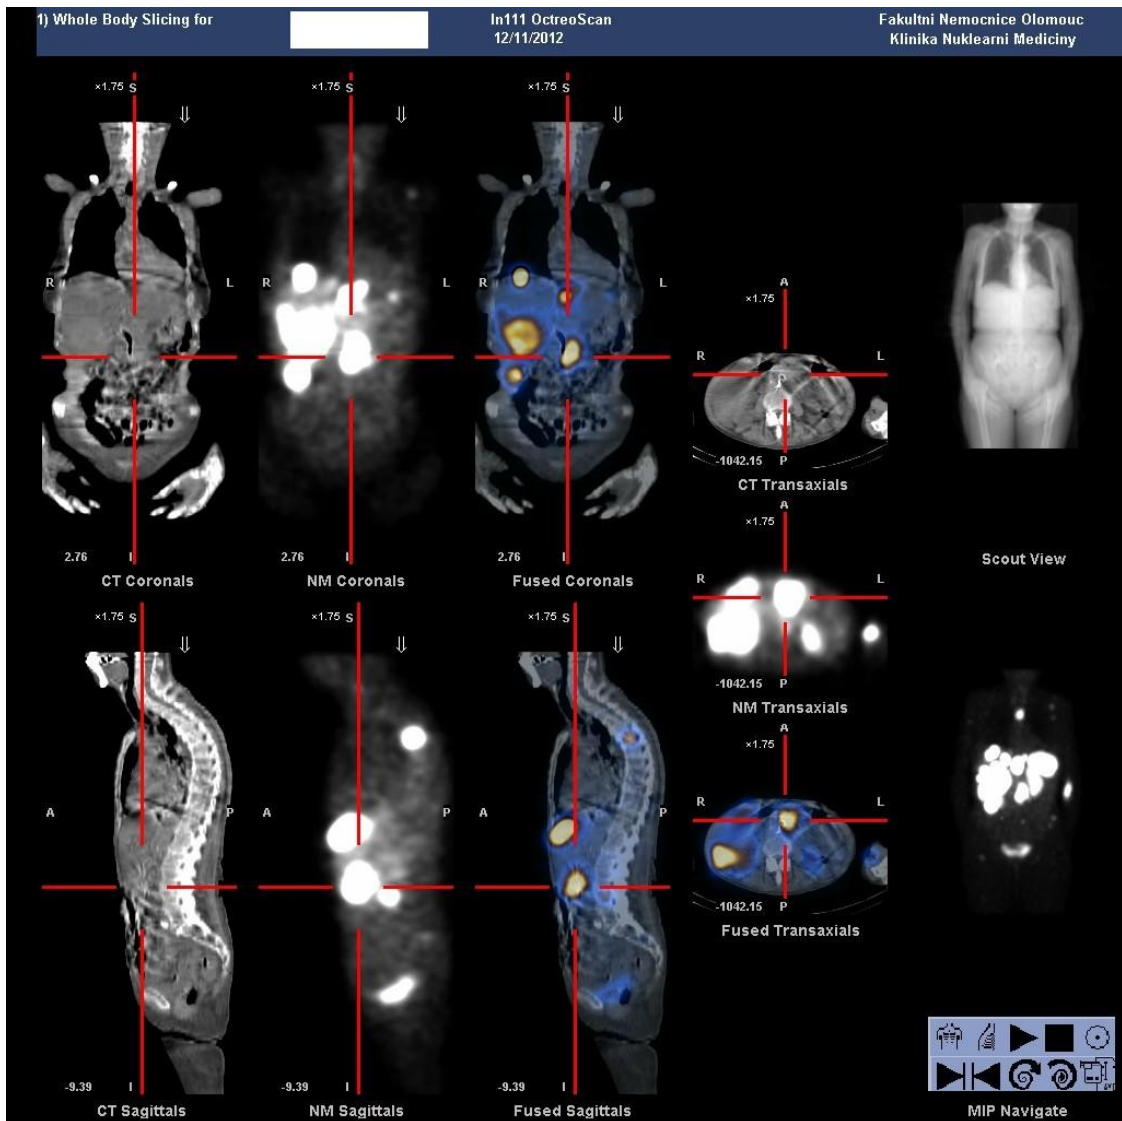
^{111}In – pentetretid - celotělový scintigram.
